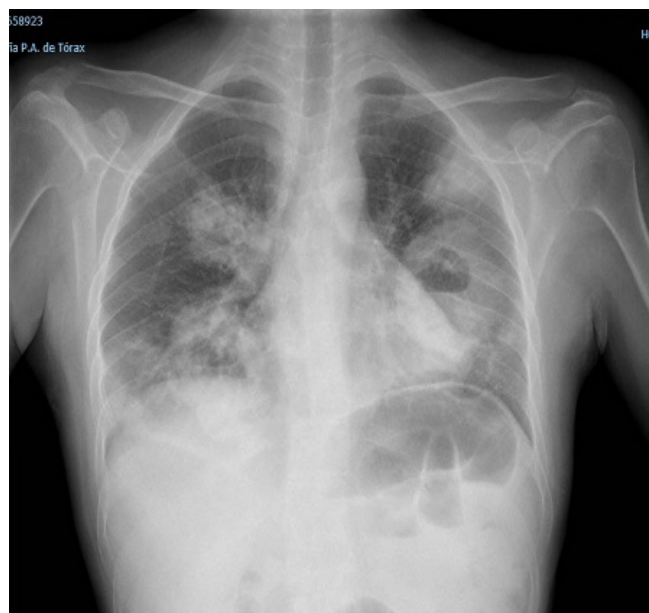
Radiografía de tórax al ingreso. Presencia de consolidaciones parenquimatosas paracardiales derechas, con una masa cavitada de paredes gruesas y nivel hidroaéreo en lóbulo inferior izquierdo.
